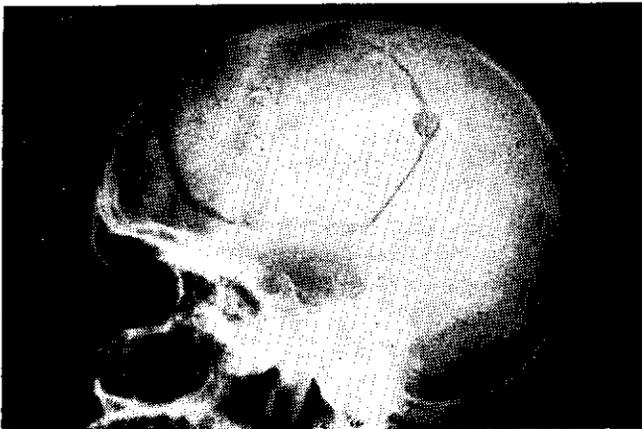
Radiografía lateral después de la operación.
